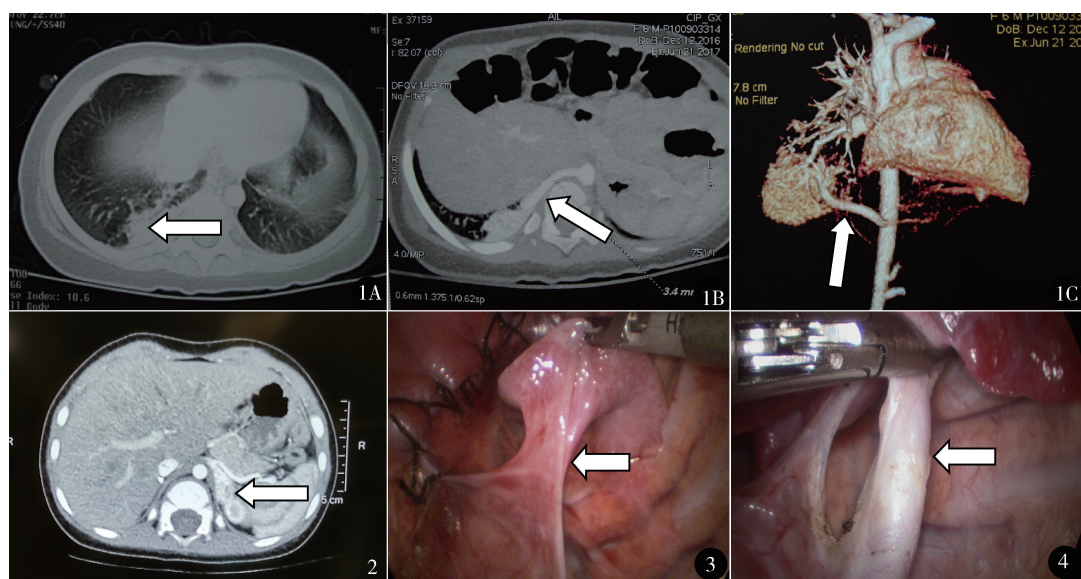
增强 CT 提示右肺下叶叶内型隔离肺:A. 右肺下叶增强病变;B. 有主动脉分支供血,血管直径 3.4 mm;C. 主动脉血管重建,可见来源于主动脉的异常分支 图 2 上腹增强 CT 提示左肾上腺区增强包块,诊断左侧腹膜后隔离肺 图 3 术中见膈膨升合并叶外型隔离肺 图 4 术中见隔离肺的异常动脉
